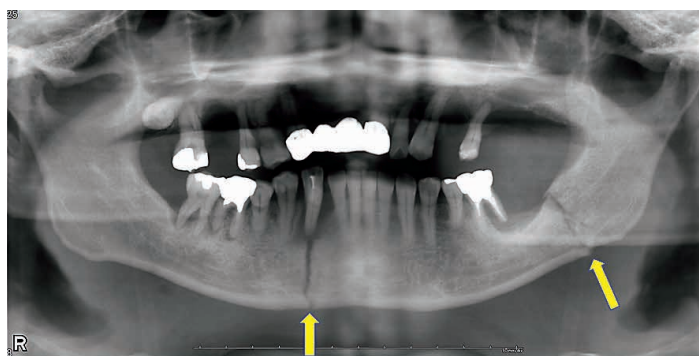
初診時パノラマX線写真. 骨折線を2か所認める. 矢印: 骨折線.
